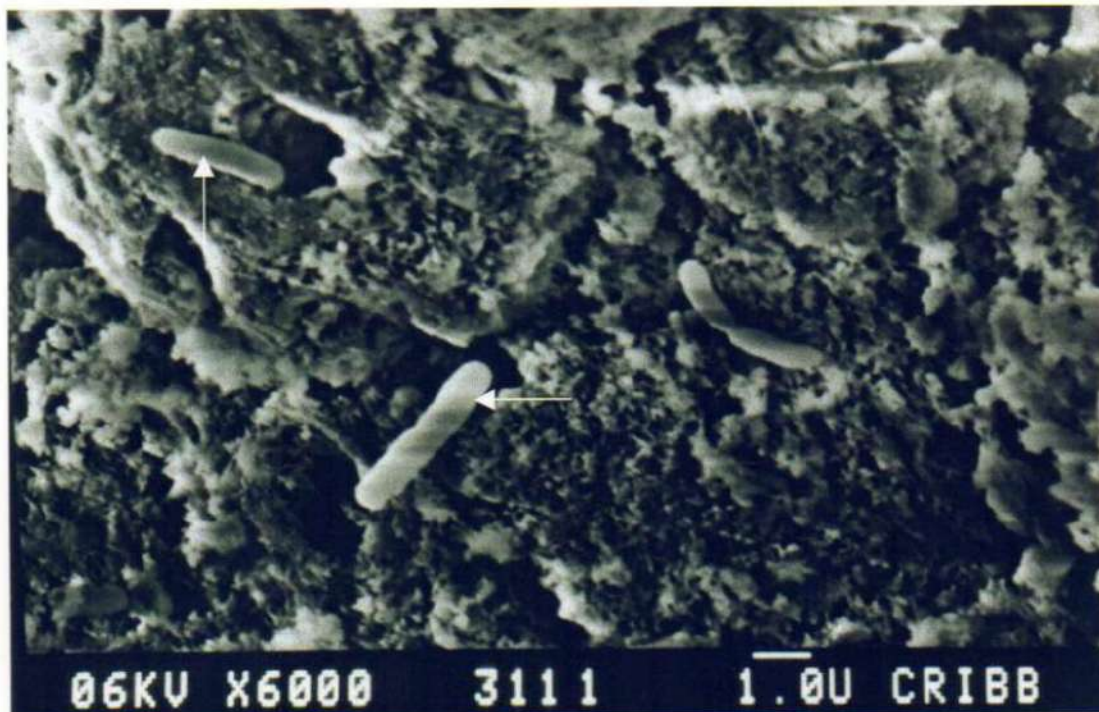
M.E.B. raíz disto vestibular Primer Molar Superior, tercio apical. Irrigación con solución fisiológica estéril + ultrasonido. Las flechas señalan algunos microorganismos.
